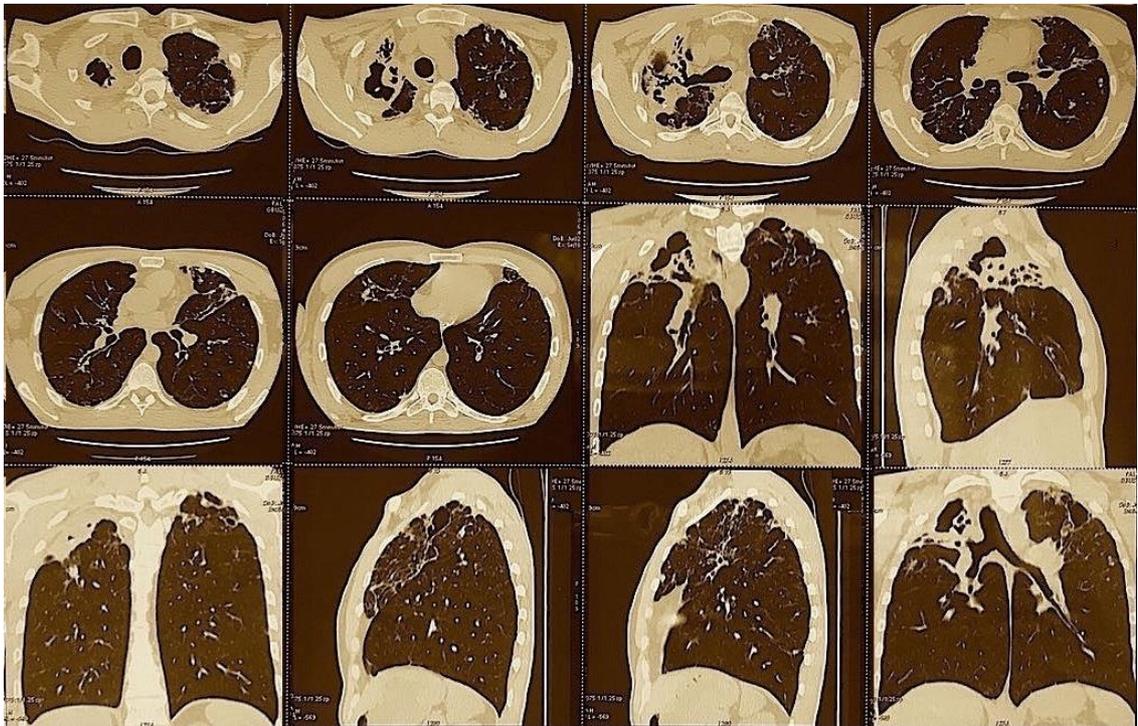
Мультисрезовая спиральная компьютерная томография органов грудной клетки пациента П. перед установкой эндобронхиального клапана
